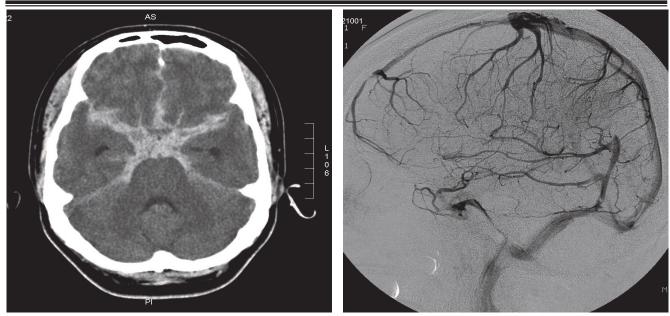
Больная С.,49 лет. Компьютерная томография (слева) – массивное субарахноидальное кровоизлияние. Церебральная ангиография (справа) – снижение скорости кровотока в бассейне базальной вены Розенталя.
